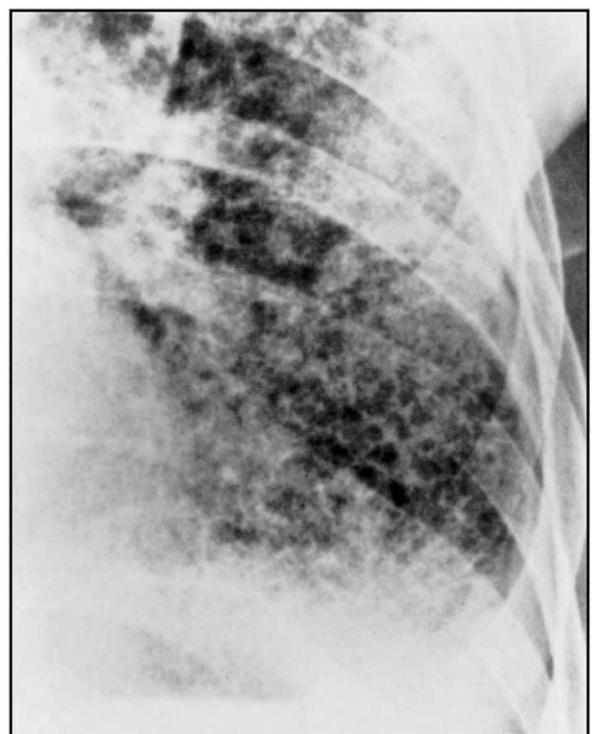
FPI no RX – faveolamento visto na radiografia simples de tórax.
